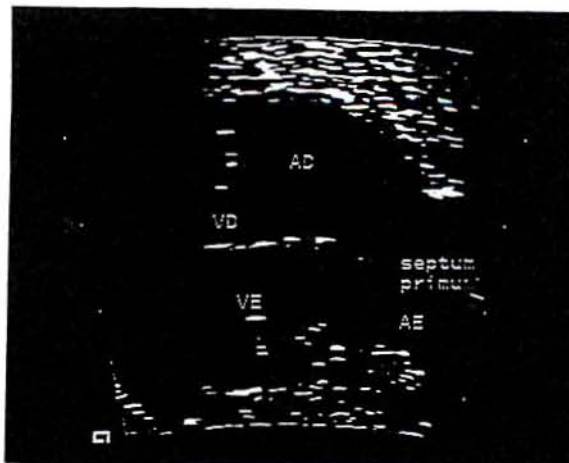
Ecocardiograma fetal em projeção de 4-câmaras: *septum primum* protuindo para o interior do átrio esquerdo. AD=átrio direito; AE=átrio esquerdo; sp=*septum primum*; VD=ventrículo direito; VE=ventrículo esquerdo.
